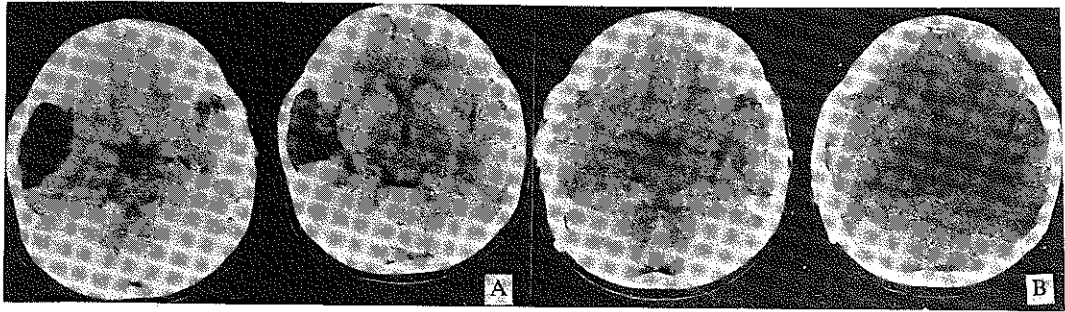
(A) Preoperative CT scan showed localizing mass effect in supratentorial arachnoid cyst located in right middle fossa.
